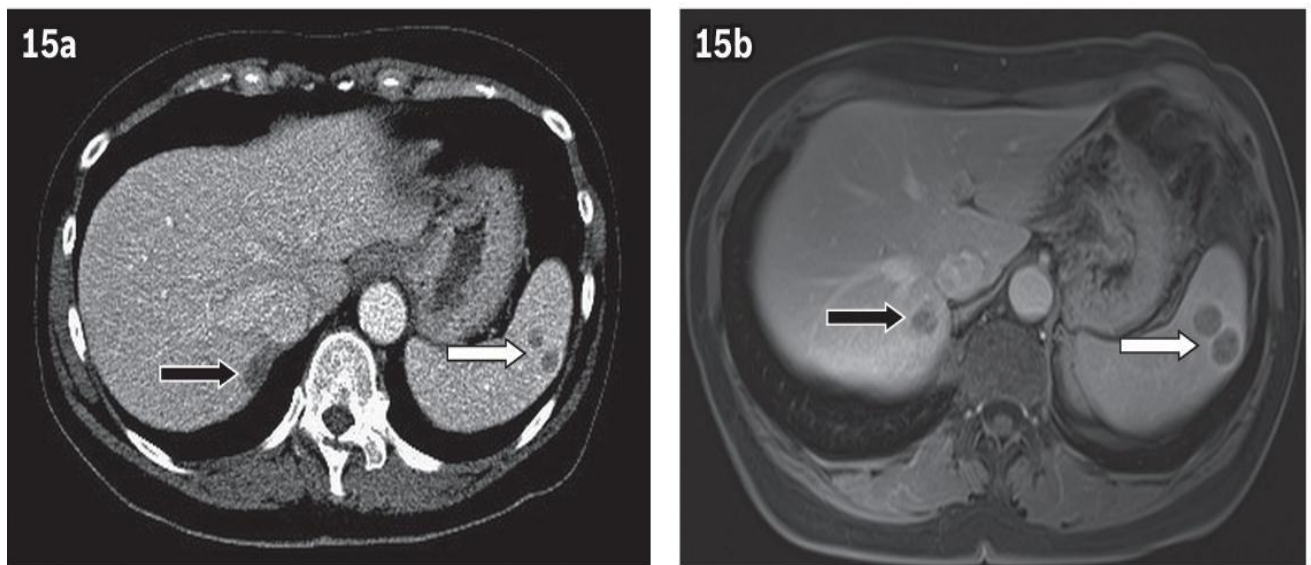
Métastases spléniques d'un carcinome pulmonaire. Les images axiales en (a) TDM avec injection de produit de contraste et (b) en pondération T1 montrent deux lésions hypodenses avec un rehaussement périphérique discret (flèche blanche). On note également une lésion similaire en position postérieure dans le foie (flèche noire), correspondant à une métastase hépatique(53)
